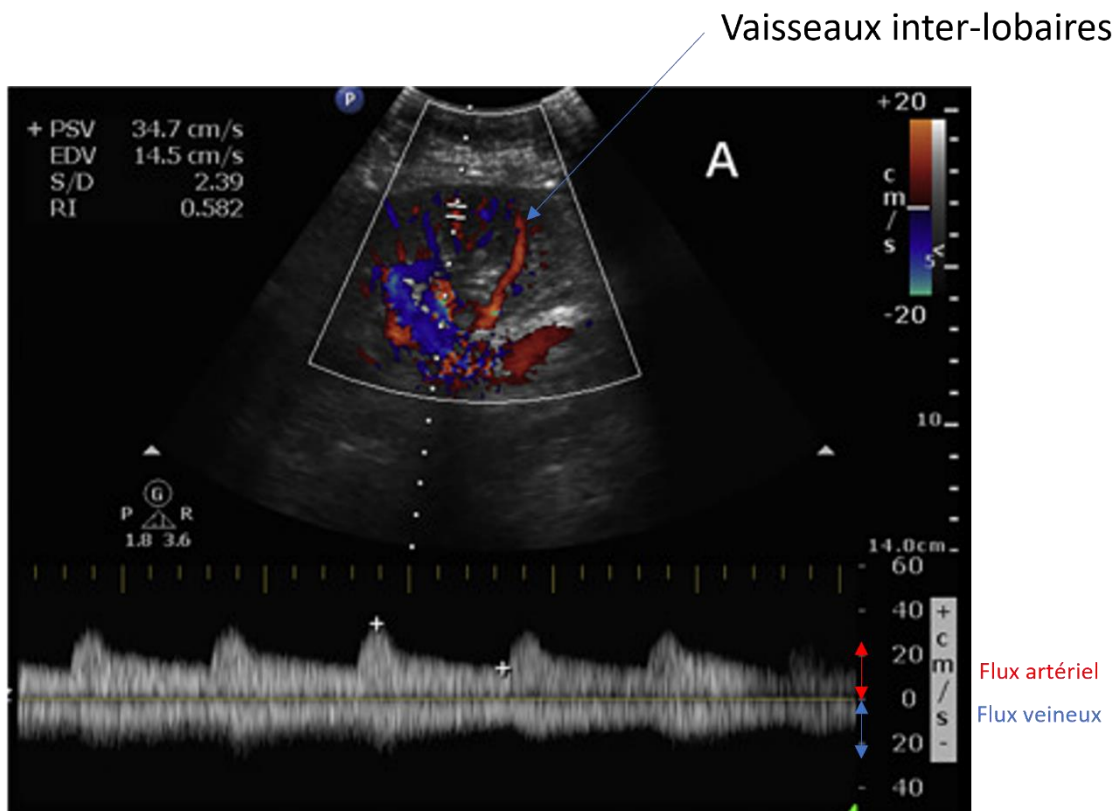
Echographie doppler rénal normal
